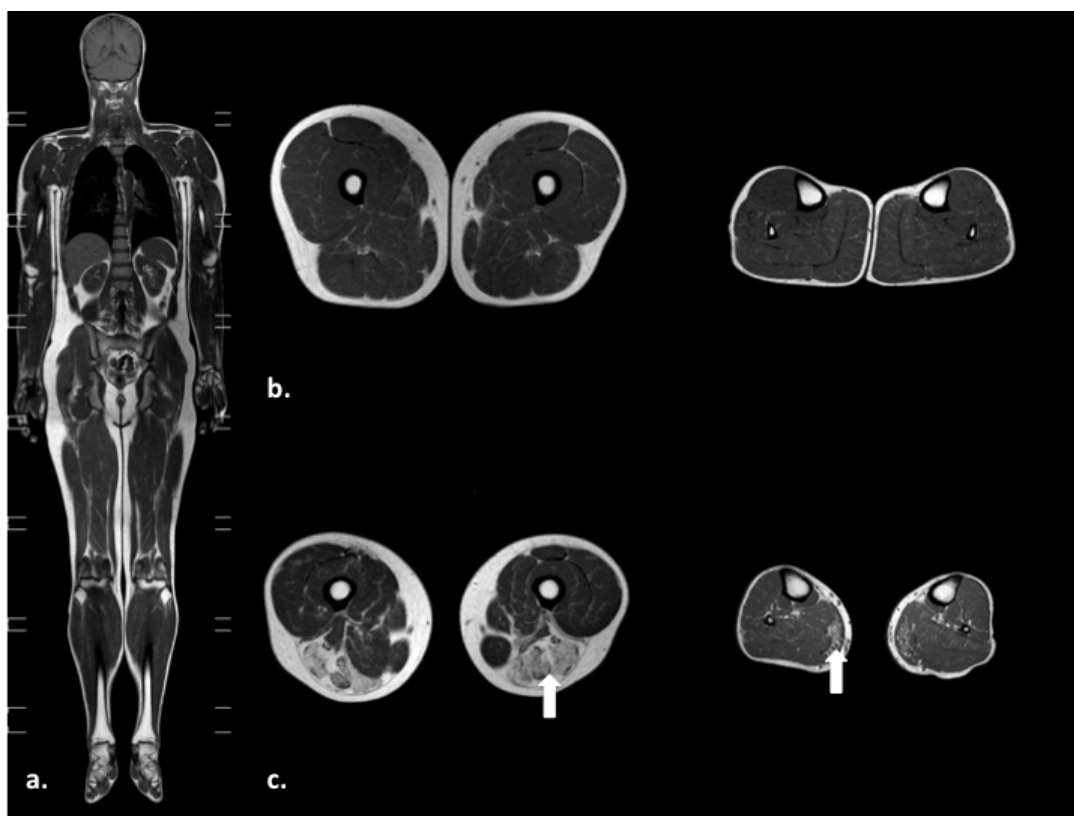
a. Imagen de RMN muscular *whole body*, corte coronal en secuencia T1-Weighted. b. Imagen de RMN muscular, corte axial en secuencia T1-Weighted a nivel de muslo y pierna de músculo sano. c. Imagen de RMN muscular, corte axial en secuencia T1-Weighted a nivel de muslo y pierna de un paciente con miopatía, véase la hiperintensidad de la infiltración grasa en músculo (flecha).
